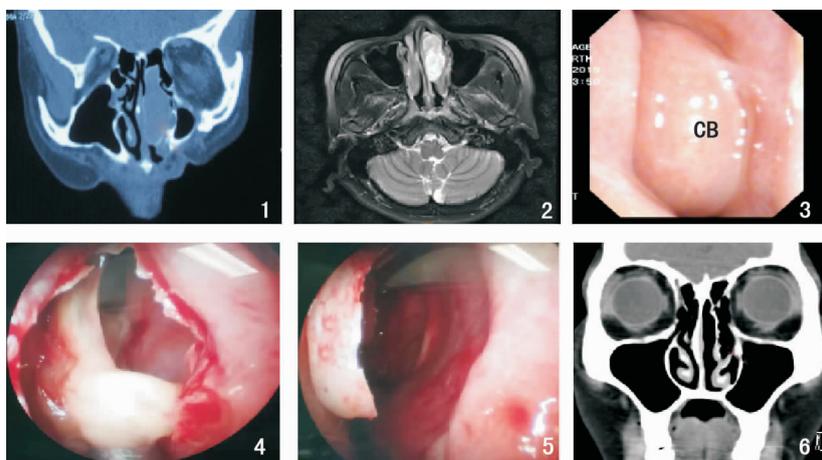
术前鼻窦CT 图2 术前鼻窦MRI 图3 术前鼻内镜可见CB 图4 鼻内镜下切开CB 图5 鼻内镜术后 图6 术后5个月复查鼻窦CT
